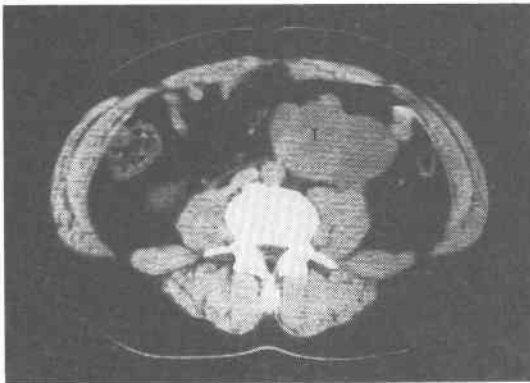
The abdominal CT showed a multicystic tumor in left lower abdomen. (T : tumor)
